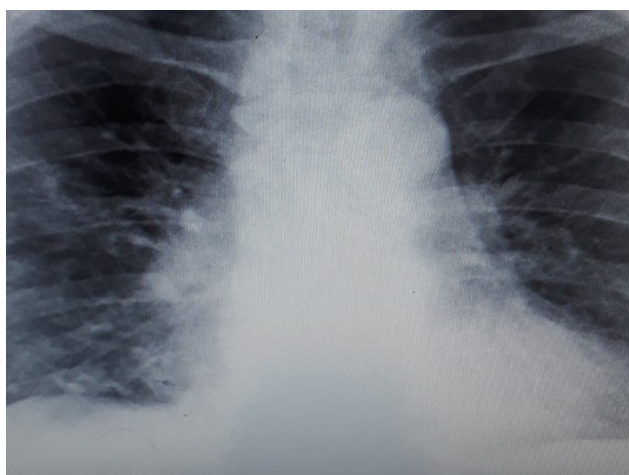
Radiografia cutiei toracice la același pacient la a 17 zi de tratament. Descrierea Rg: Dinamica pozitivă – resorbția incompletă pe stânga, parțială pe dreapta.
